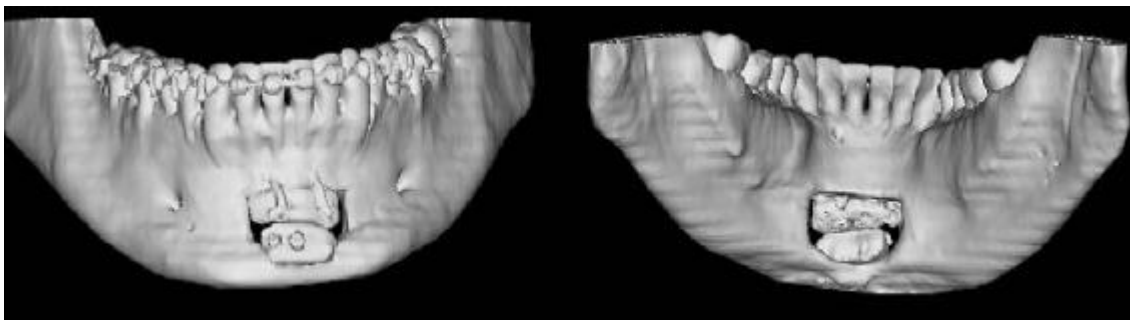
Anterior and posterior view of the final result on the postoperative 3D-TC scan.
